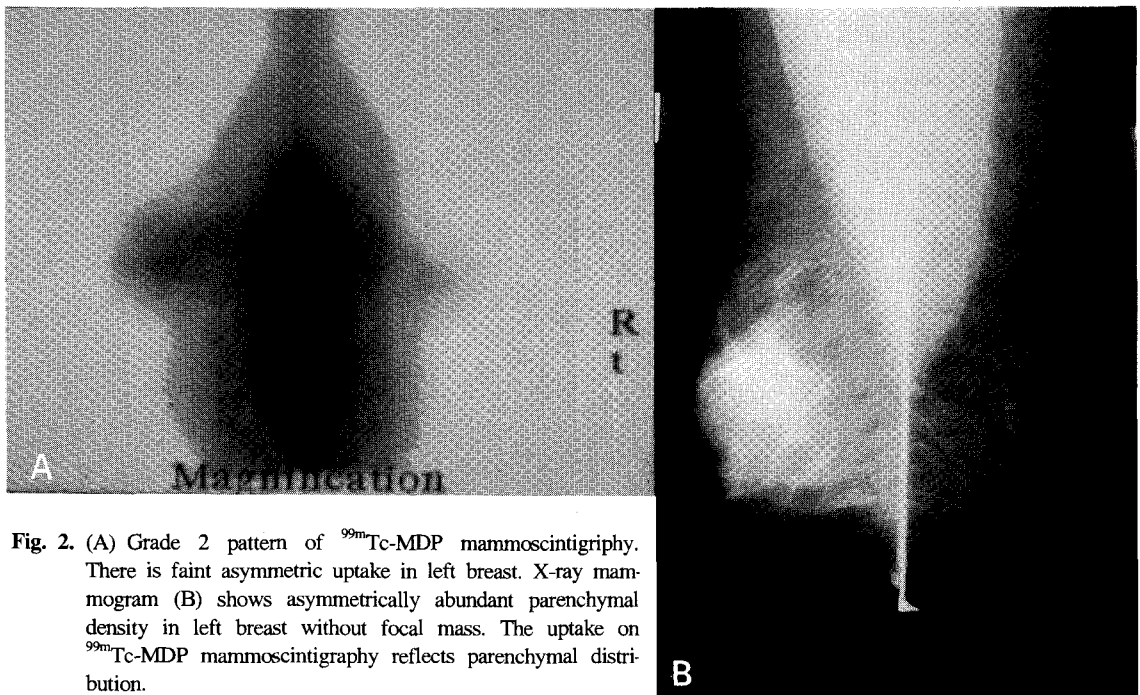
(A) Grade 2 pattern of  $^{99m}\text{Tc}$ -MDP mammosциntigraphy. There is faint asymmetric uptake in left breast. X-ray mammogram (B) shows asymmetrically abundant parenchymal density in left breast without focal mass. The uptake on  $^{99m}\text{Tc}$ -MDP mammosциntigraphy reflects parenchymal distribution.
